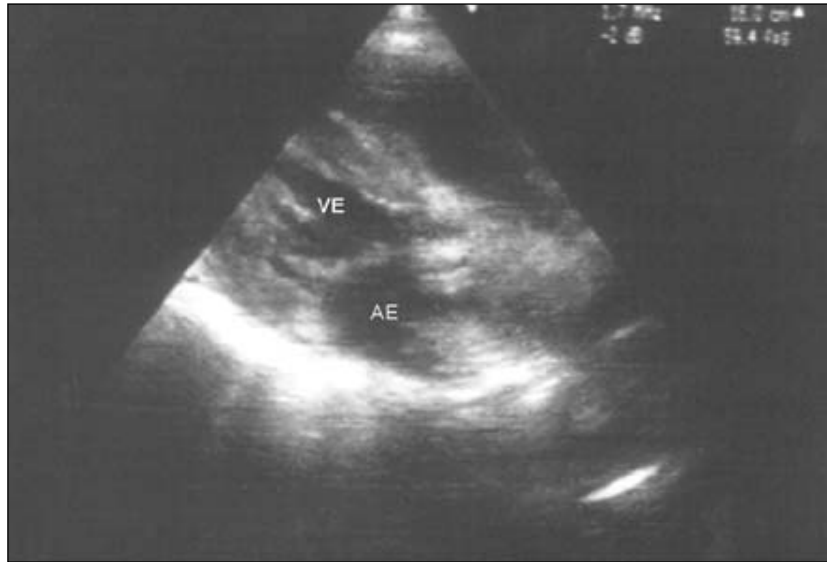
Ecocardiograma transtorácico, plano paraesternal eixo longo, revelando anatomia do tracto de saída do ventrículo esquerdo (VE).
